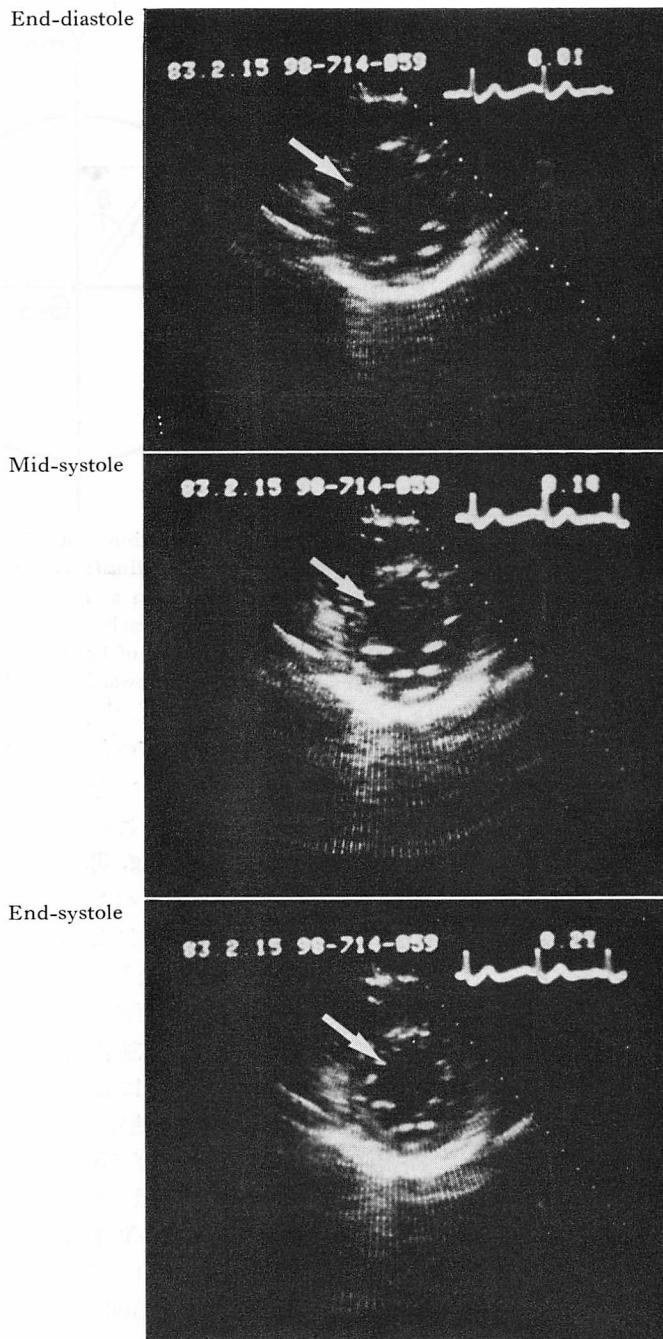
An example of echocardiographic image played back by video motion analyzer.
